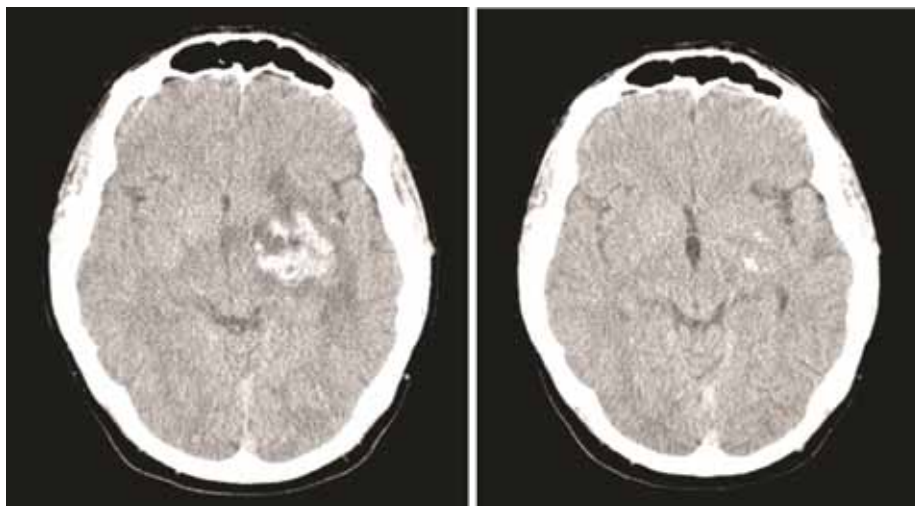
Пациент В., 1988 г. р. Д-з: анапластическая астроцитома. СКТ с в/в усилением до лечения (слева) и через 2 месяца после лечения (справа)
